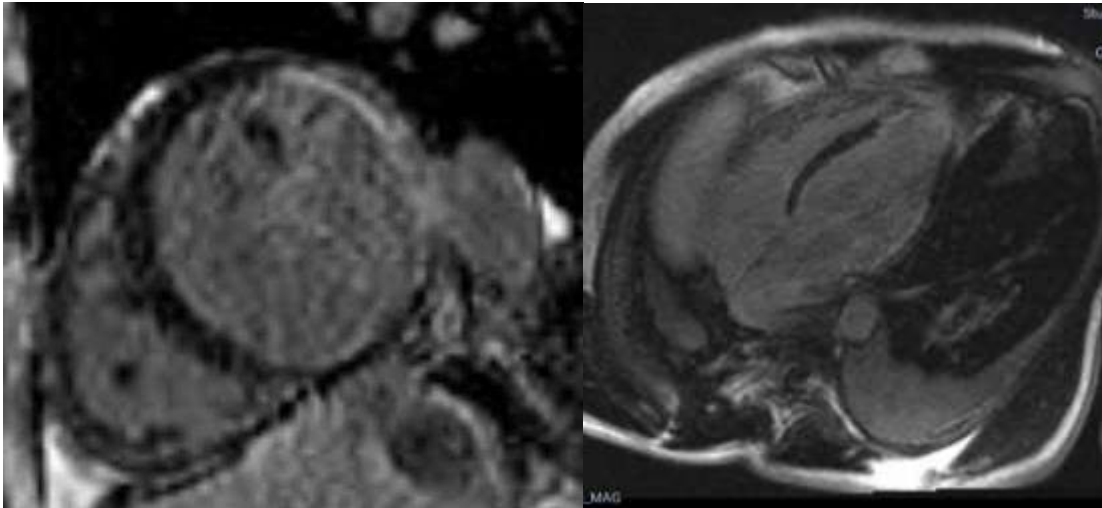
Ressonância Magnética cardíaca - destaque para o realce tardio transmural em 2 incidências. Fonte: registro médico.
